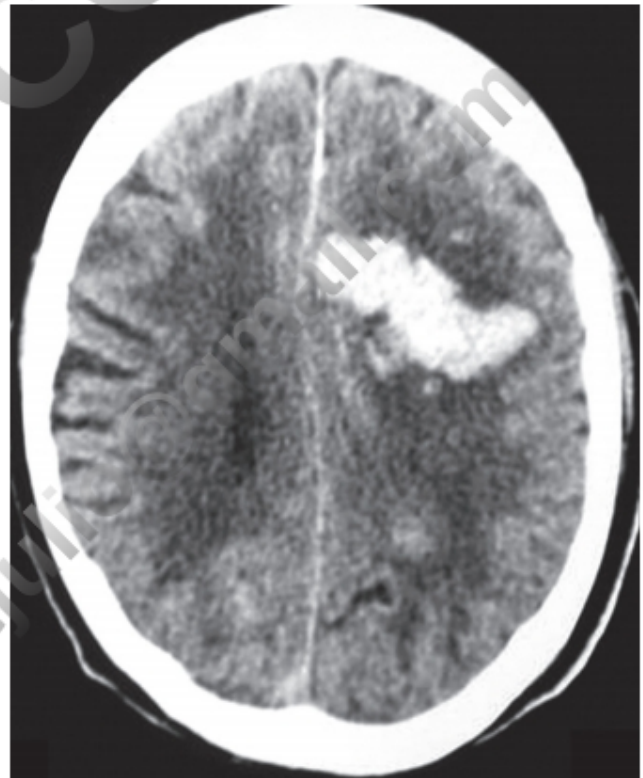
Figura e16.49 TC sin contraste. Hematoma lobar frontoparietal.
